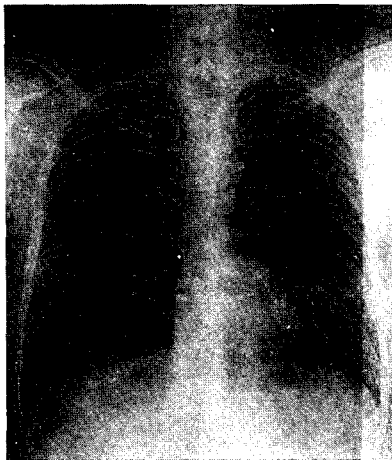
그림 12는 여러가지 공간주파수 영역을 강조 처리한 예이다. 그림에서 화상처리 3은 0.5 cycle/mm의 구조물을 중심으로 4배로 강조하여 처리한 것이다. 이 경우에 공간주파수가 클수록 구조는 미세하게 되며 작을수록 구조는 나빠진다. 종전의 X선사진에 대한 공간주파수 처리의 연구에 따르면, 의사가 독영하는 것을 전제로 할 경우 그림 12와 같이 0.1에서 0.5 cycle/mm(실제 구조의 크기에서는 5 mm에서 1 mm) 범위의 강조가 필요하며, 그 이상이나
